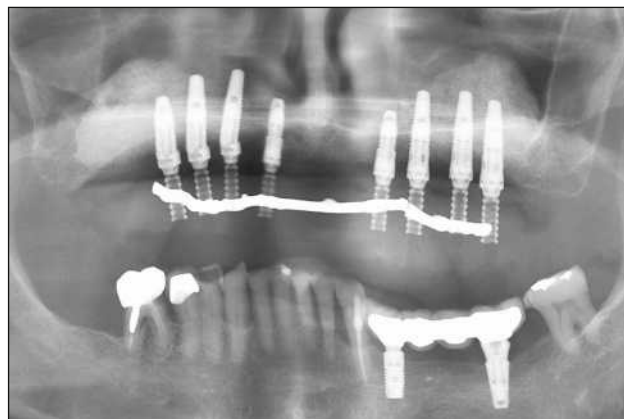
/ Radiographie panoramique de contrôle le jour de la pose du bridge transitoire ; un renfort métallique soudé aux piliers contribue à la rigidité maximale du bridge.
